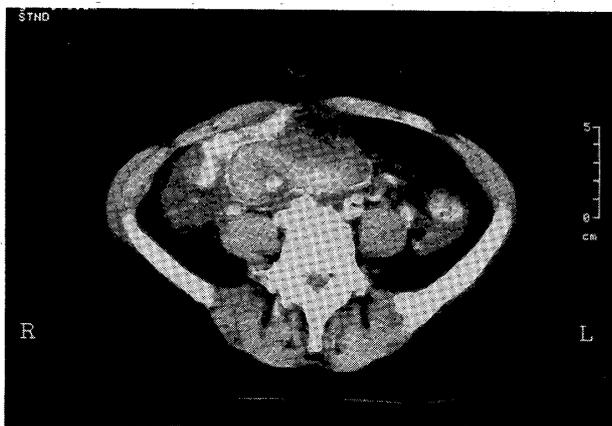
Preoperative enhanced CT scan showing a paraumbilical tumor.
